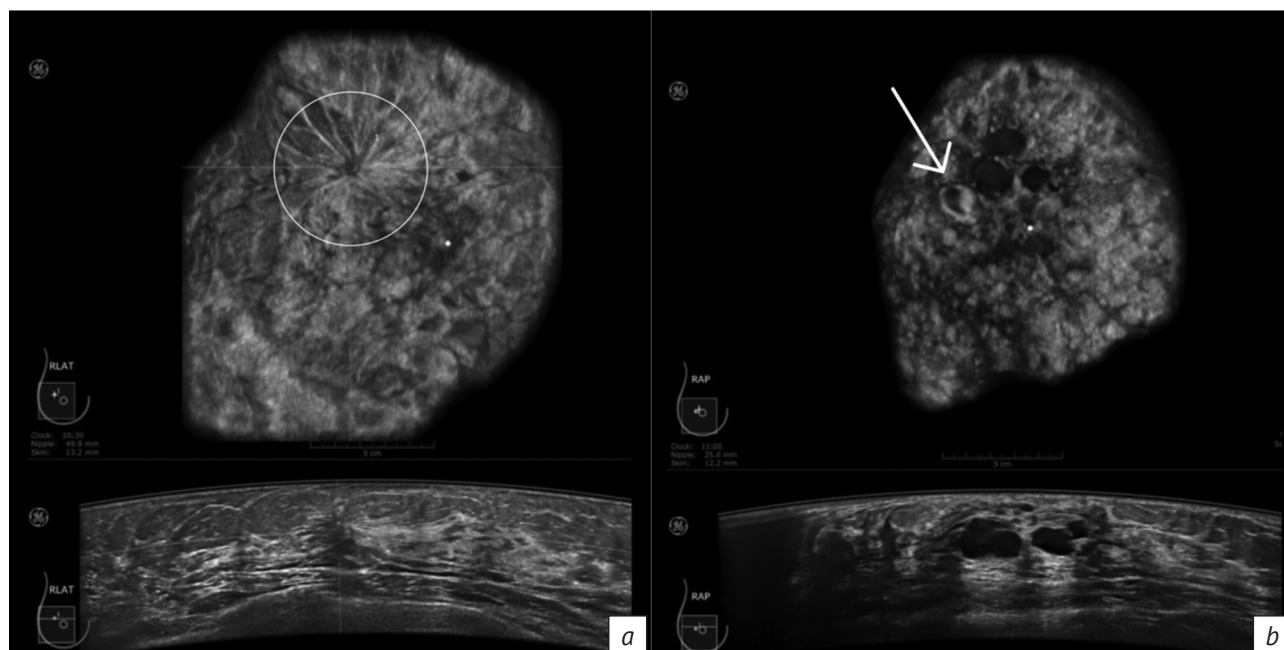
Эхотомограммы в коронарной (верхний ряд) и аксиальной (нижний ряд) плоскостях:
